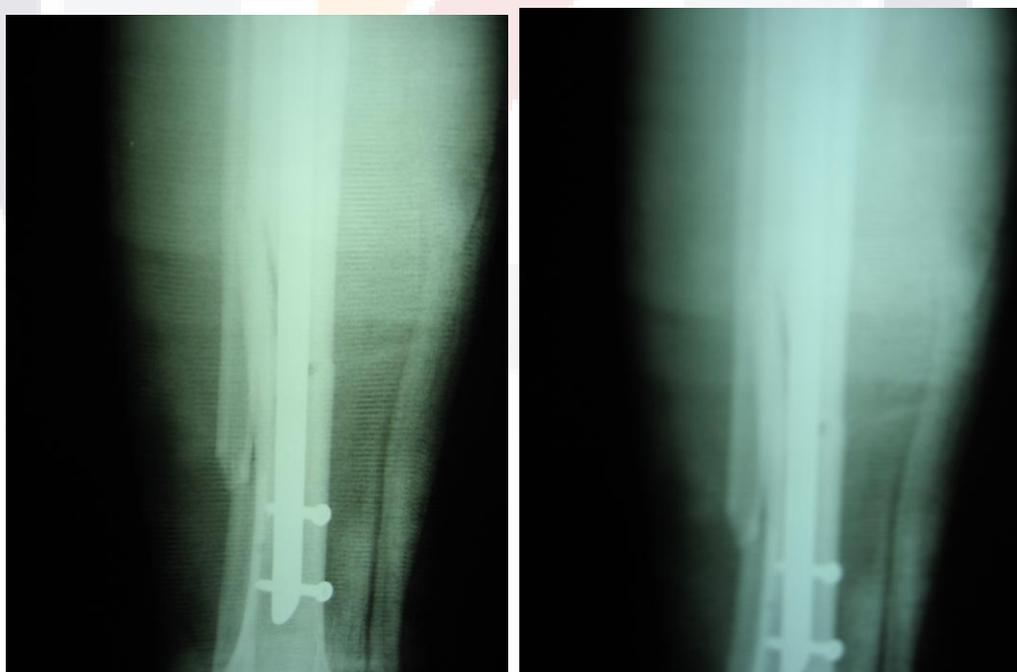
Radiografía Postquirúrgica.
